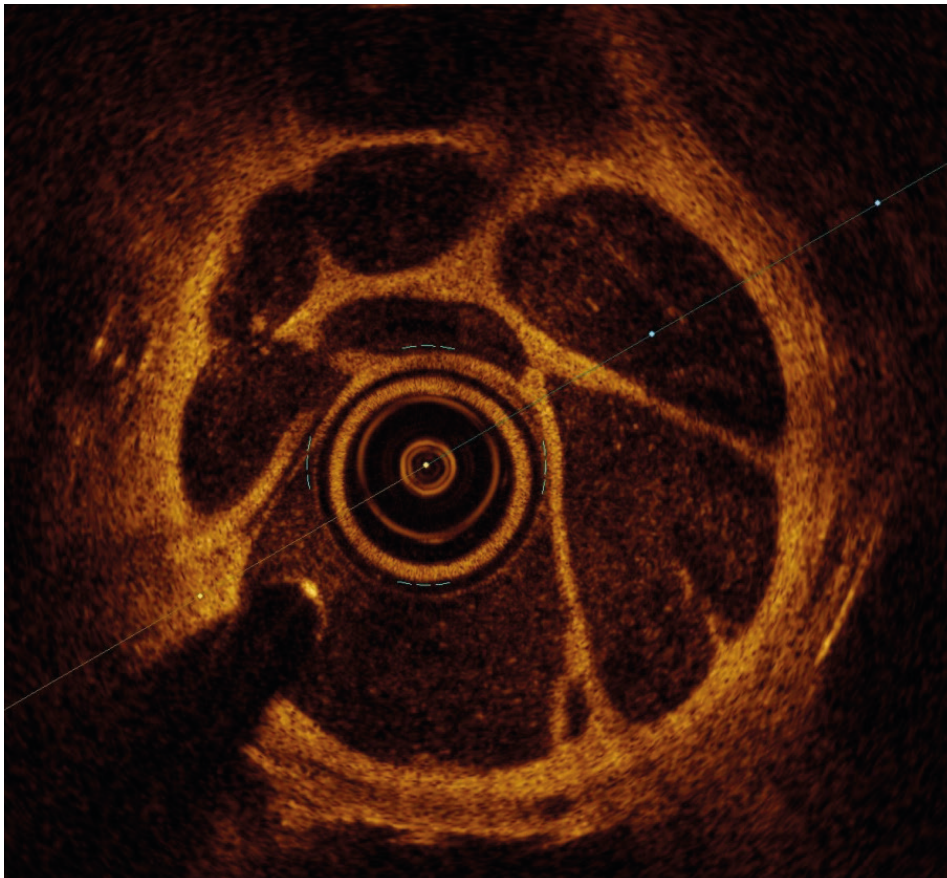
Darstellung der intraluminalen Läsionen einer Subsegmentarterie im Rahmen der pulmonalen Ballonangioplastie (BPA) mittels optischer Kohärenztomographie (OCT)
